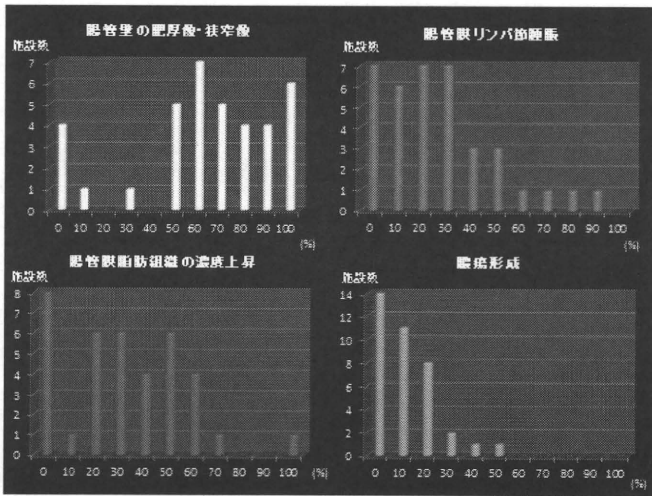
CT検査の陽性所見(回答は37施設。横軸は各施設のクローン病に対するCT検査の総数に対する陽性率)。
